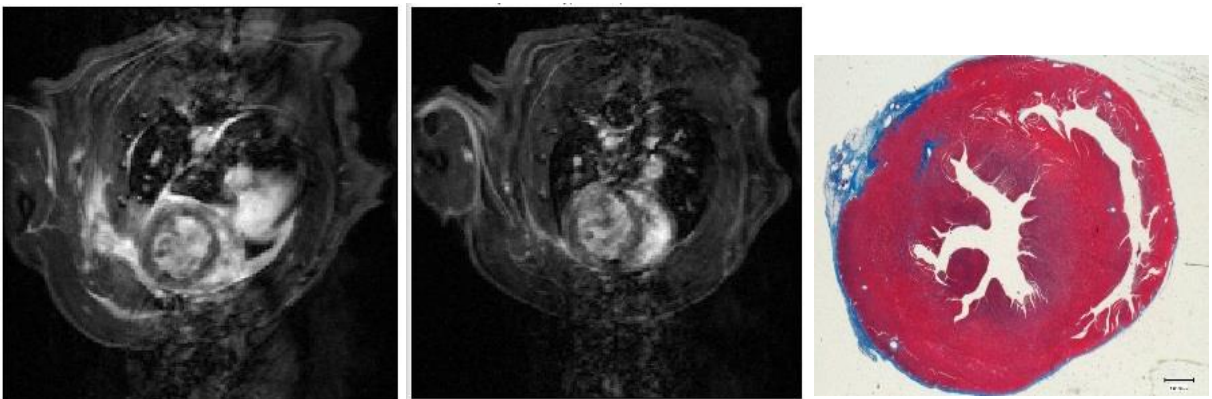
WK_2. En los cortes de RM se observa una captación difusa de contraste (sobre todo en la resonancia de la 4ª semana) que no permite localizar una zona concreta de lesión. En el corte histológico se observa una zona de lesión en la pared libre del VI y una lesión más difusa en el área subendocárdica.
